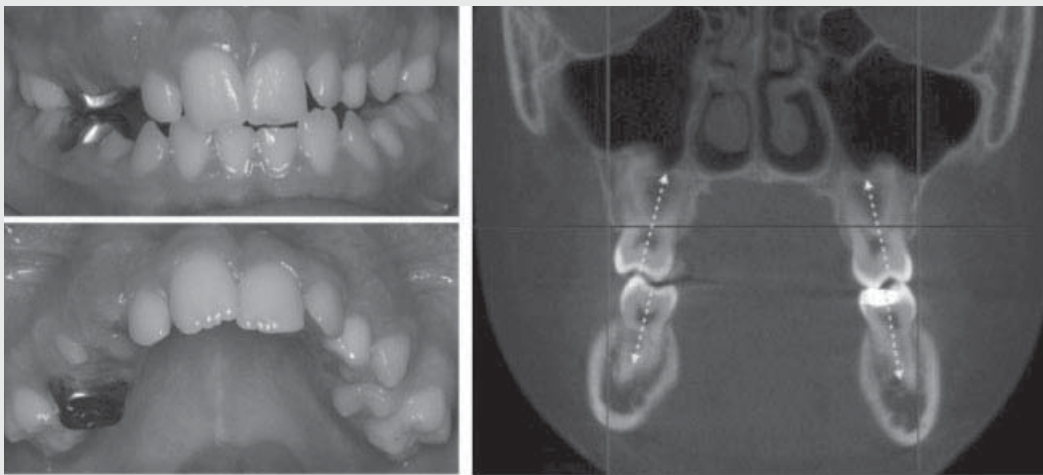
증례 2의 구강사진 과 CT 단면도
